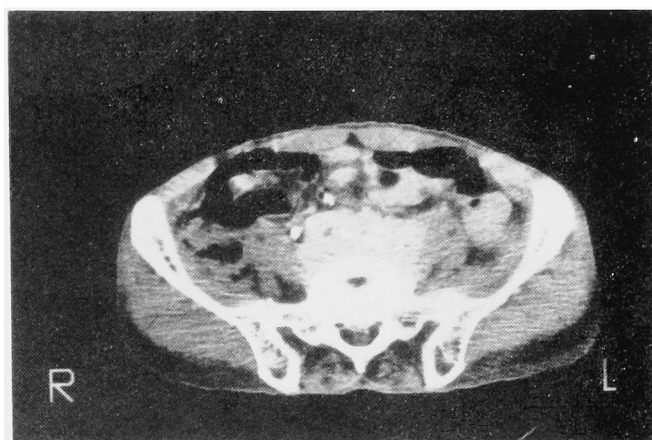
Case 3. CT scan at S<sub>1</sub> reveals soft tissue mass with calcification anterior to body of S<sub>1</sub> and medial to psoas muscles.
